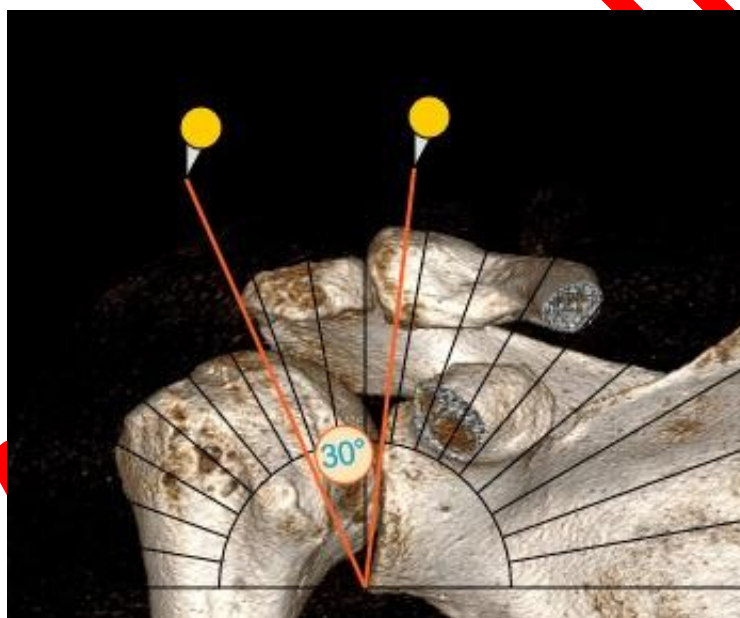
Графическое КТ-изображение плечевого сустава: CSA измеряется как угол, образованный между линией, проведённой от верхней точки суставного отростка лопатки к нижней точке, и линией, проведённой от нижней точки суставного отростка лопатки до нижнебоковой границы акромиона.
